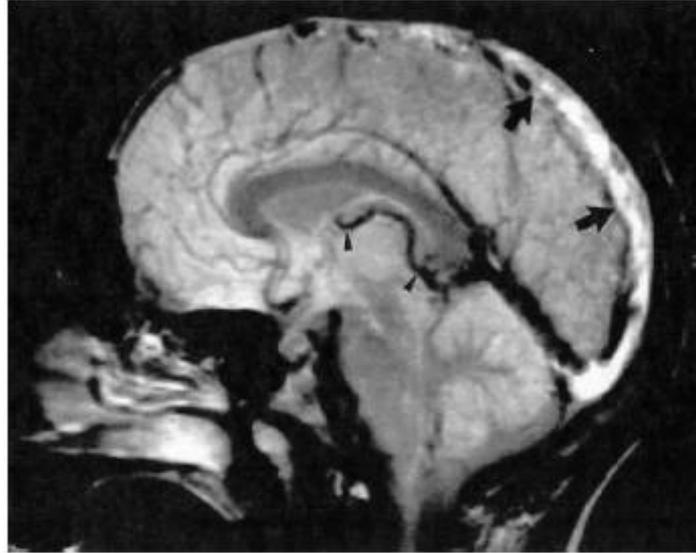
IRM coupe sagittale,séquence pondérée en T2 .
